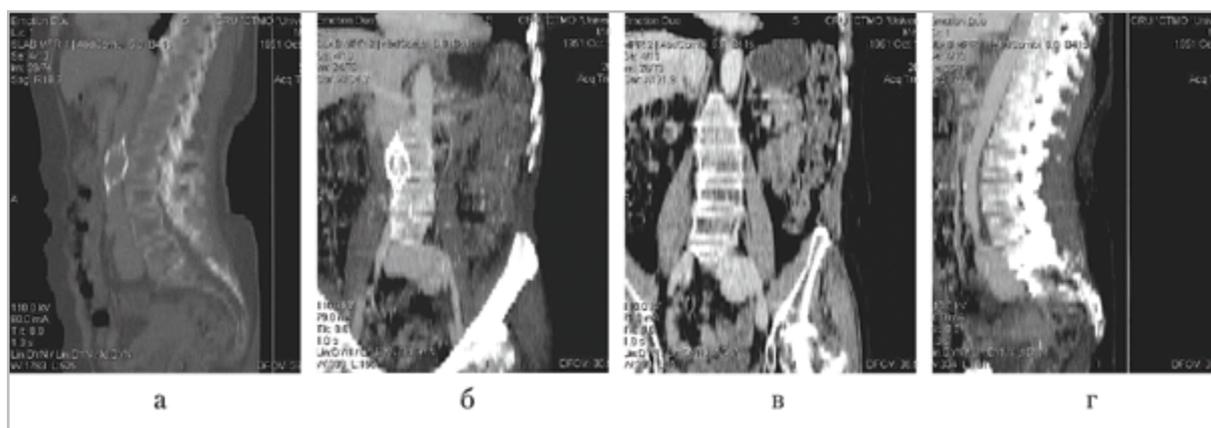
Компьютерные томограммы (мультипланарные реконструкции): *a* — сагиттальная реконструкция: нормальное расположение кава-фильтра в просвете нижней полой вены; *б, в* — фронтальная реконструкция: мешковидное расширение общей левой подвздошной вены ориентировочным размером 80 × 58 мм, располагающееся на 5–8 мм каудальнее бифуркации нижней полой вены; *г* — сагиттальная реконструкция
